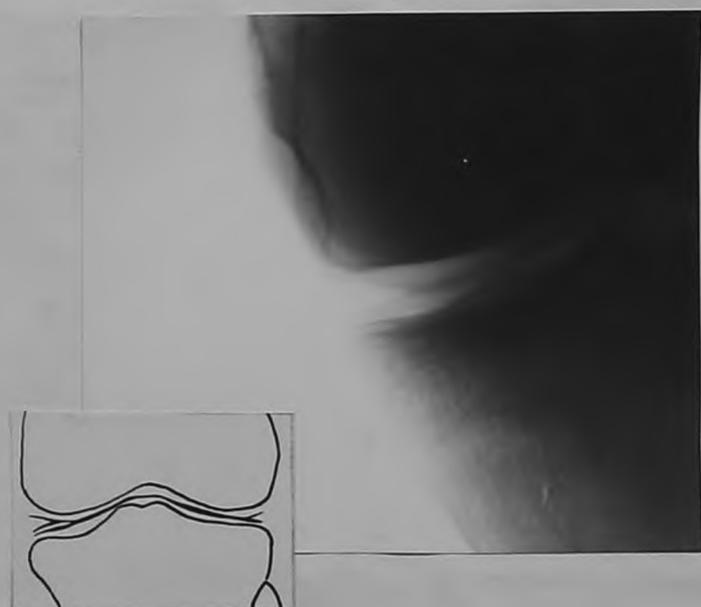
Рентгенограмма левого коленного сустава, контрастная полоска во внутренней половине суставной щели раздвоена.
